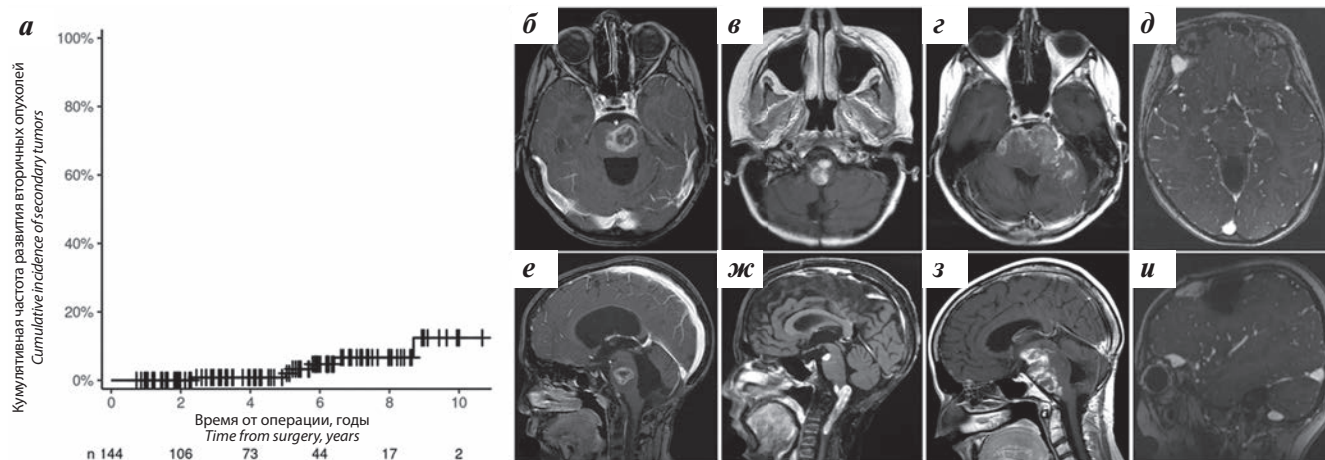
Вторичные опухоли у пациентов с МБ группы стандартного риска ($n = 144$): *a* – кумулятивная частота развития вторичных опухолей; *б–и* – магнитно-резонансные томограммы (T1-взвешенные изображения с контрастным усилением, аксиальная и фронтальная проекции) пациентов с вторичными опухолями ЦНС: *б*, *е* – пациент № 1 (ГВЦЗ ствола головного мозга); *в*, *ж* – пациент № 2 (ГВЦЗ шейного отдела спинного мозга и ствола головного мозга); *г*, *з* – пациент № 3 (диффузная ГВЦЗ ствола головного мозга); *д*, *и* – пациент № 4 (десмоидный фиброматоз твердой мозговой оболочки)
